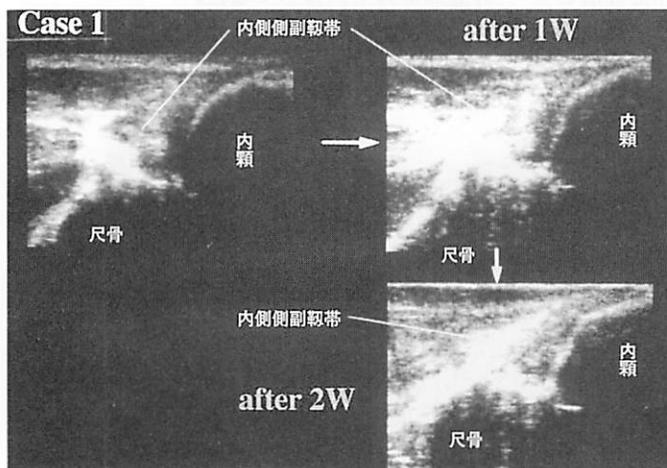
尺側側副靭帯損傷症例。近位の腱実質が低エコーとなり経時的に低エコーが消失する。
